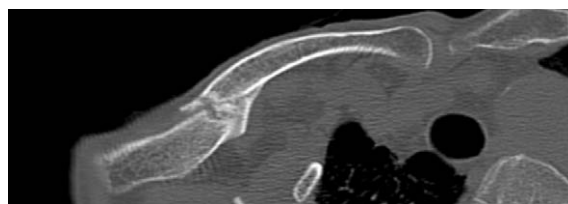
Bone union often cannot be determined on simple radiography in that case computerized tomography help to confirm the callus formation in the fracture site.
